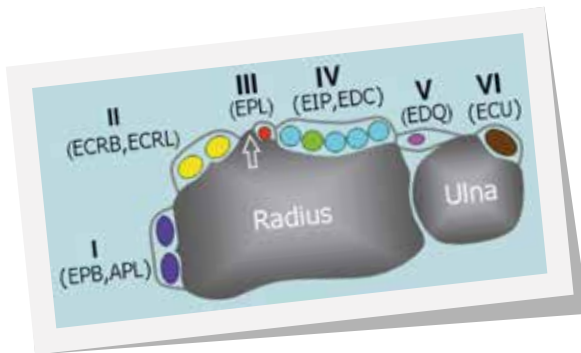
Imagen original de la Musculoskeletal Ultrasound Technical Guidelines III. Wrist. European Society of MusculoSkeletal Radiology.
